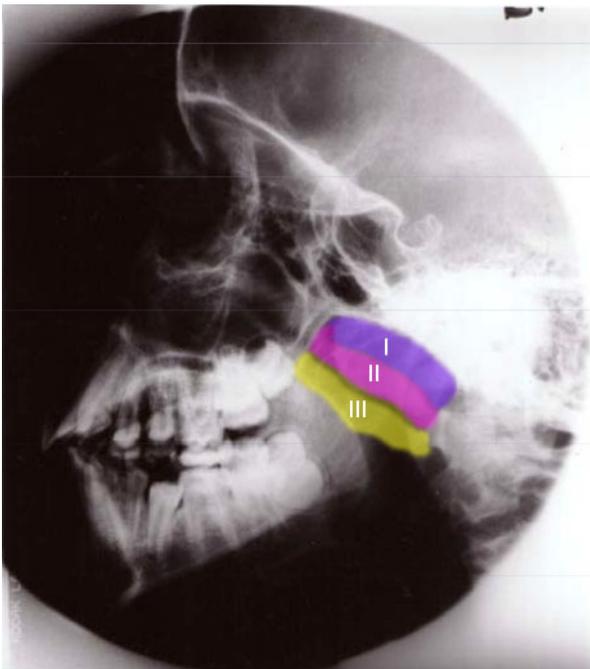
Radiografía de cavum faríngeo.
